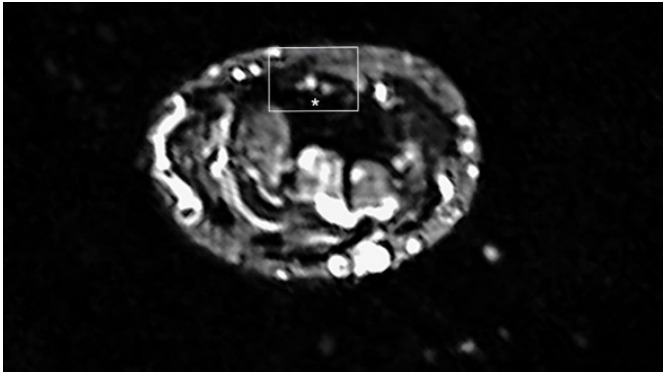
(b) Corte axial RMN. \*Dos haces del nervio mediano a nivel del túnel del carpo
